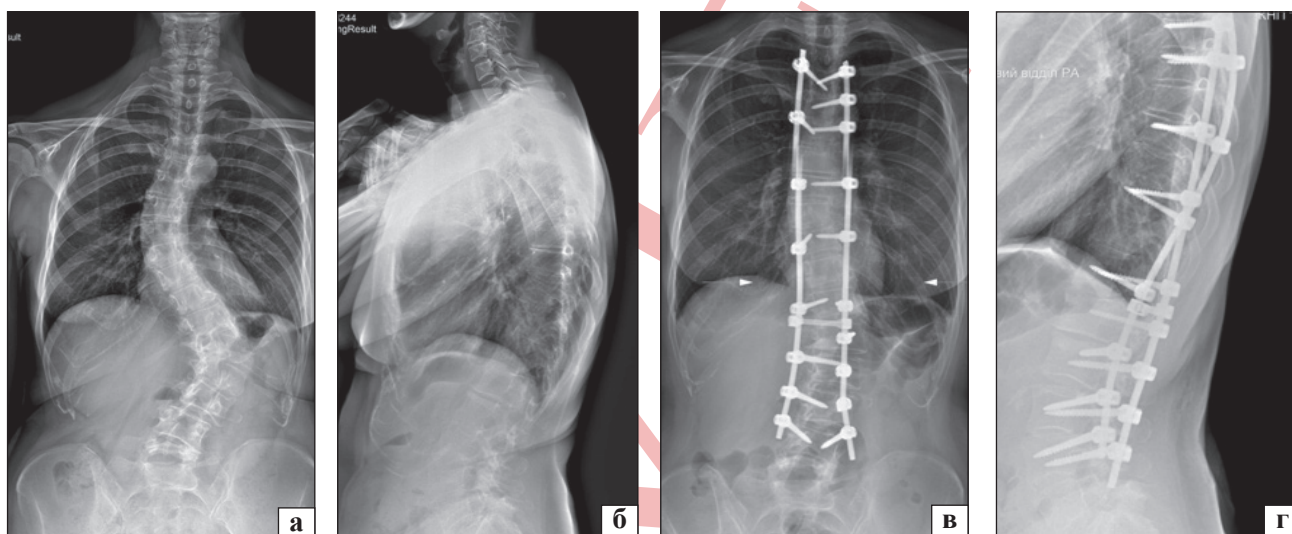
Рентгенограми пацієнтки 60 р. із комбінованим сколіозом у передньо-задній (а, в) та бічній (б, г) проєкціях до та після хірургічного втручання. Кут Cobb грудного викривлення до хірургічного втручання — 45°, після — 23°, поперекового викривлення до — 56°, після — 30°. Грудний кіфоз до лікування — 45°, після — 31°. Поперековий лордоз — 62° до та після. Показник PI — 54°
